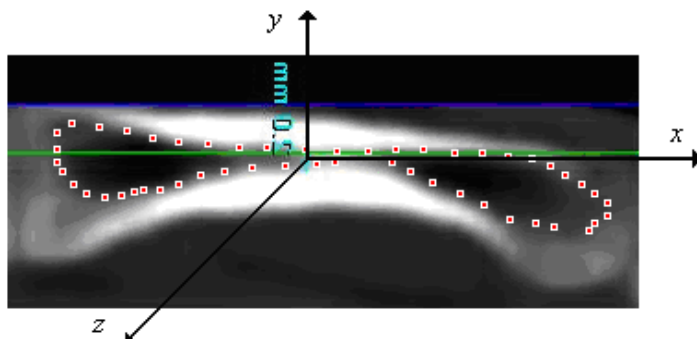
Томографический срез II пястной кости
